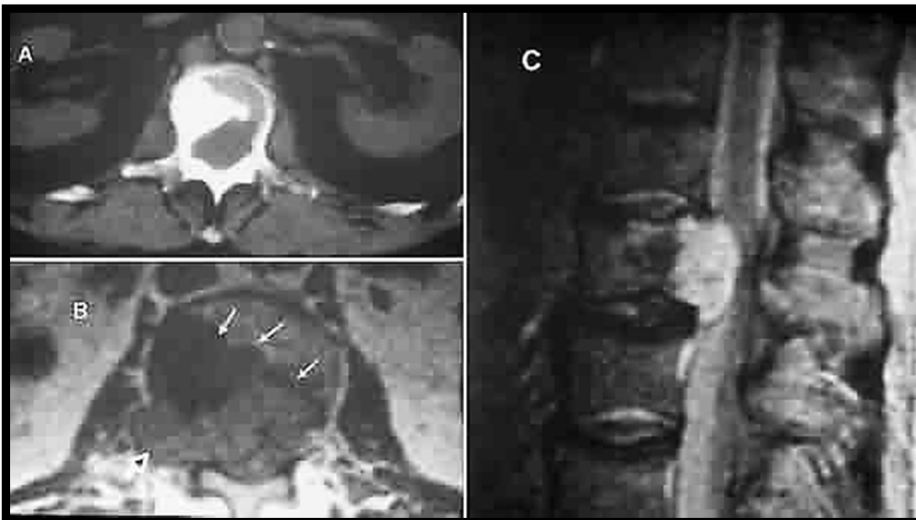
TAC de cordoma en columna lumbar, lesión lítica y esclerosa del cuerpo vertebral, rompe la cortical posterior y comprime la medula espinal.
